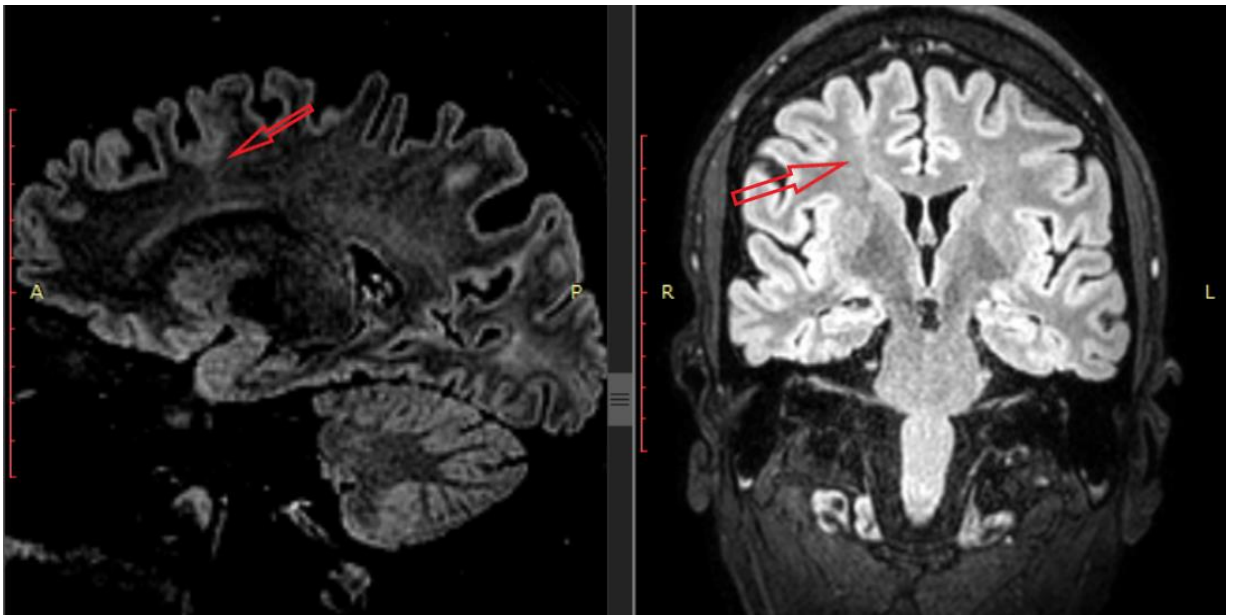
МРТ (3 Тл) головного мозку за протоколом «Епілепсія» хворого Д. (№150567) Фокальна кортикальна дисплазія (ІІв тип за класифікацією Blumcke) правої лобової частки
